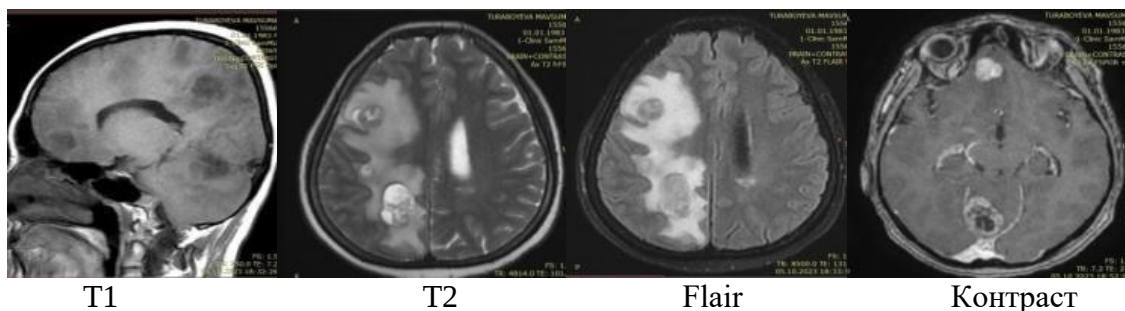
Объёмное образование головного мозга, обнаруженное при МРТ исследовании.
